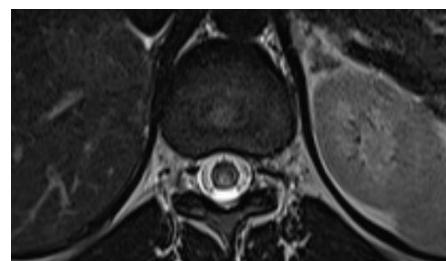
RMN coluna dorso-lombária, área de hipercaptação nível medular
